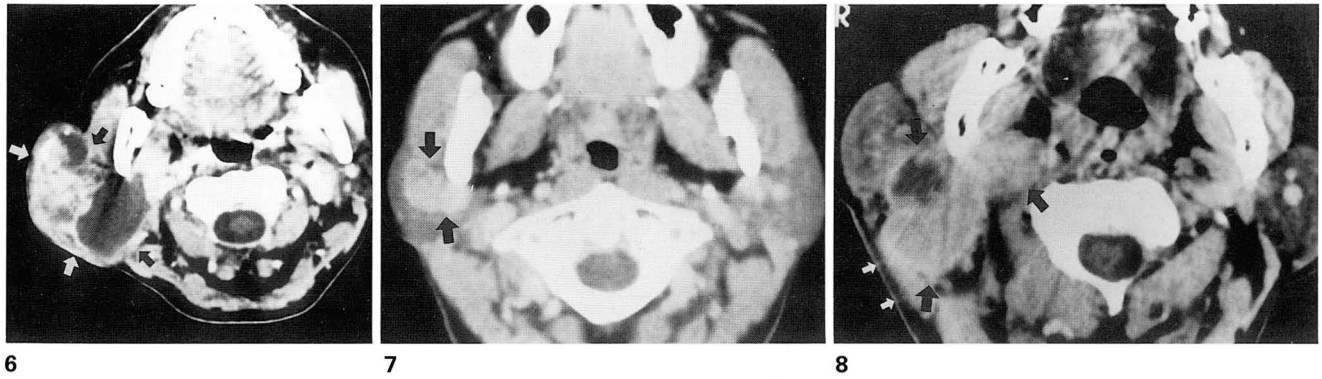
Carcinoma in pleomorphic adenoma in a 47-year-old man with right parotid mass. CT scan shows bulging, heterogeneous mass right in parotid gland with obliteration of subcutaneous fat tissue(white arrow). Note poor separation of tumor from masseter muscle and sternocleidomastoid muscle(black arrows).
